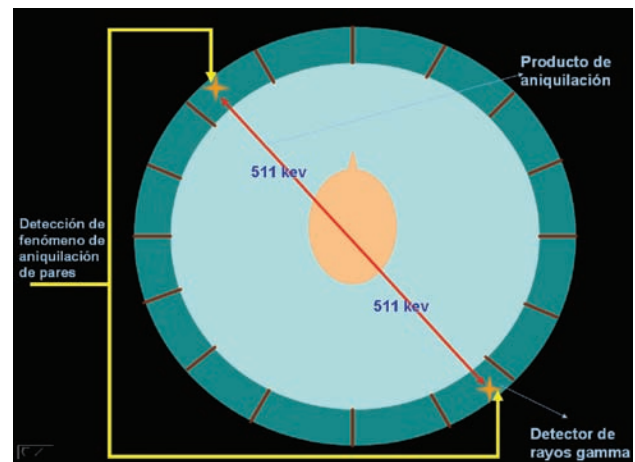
Una molécula biológicamente activa (glucosa) se marca con un positrón (radioisótopo) que emite un par de fotones, por ejemplo: fluorodesoxiglucosa (FDG). La FDG se inyecta por vía intravenosa, se distribuye en el torrente sanguíneo y penetra en los órganos. Los positrones que se emiten, a partir del núcleo de la FDG, son antielectrones que viajan a corta distancia; al hacer contacto con el electrón, ocurre el suceso de aniquilación entre sus masas y se convierte en energía, según su equivalencia ( $E=mc^2$ ), mediante dos fotones de 511-keV separados a  $180^\circ$ . Los fotones se detectan de forma electrónica, en cuestión de nanosegundos, al entrar en contacto con los detectores. La figura ilustra una sola línea de detección de coincidencia, pero en la tomografía actual, 6 a 70 millones de pares de detectores graban sucesos desde diferentes ángulos. Después de corregir la atenuación de los fotones, las imágenes anatómicas del tejido de concentración se reconstruyen. Los bloques de detectores sufren arreglos alrededor de la circunferencia; cada uno contiene de 32 a 64 elementos que suman decenas de miles de elementos. Los exámenes proporcionan cientos de planos tomográficos de un solo órgano o de todo el cuerpo. Por ejemplo, un solo corte longitudinal del cuerpo de una mujer puede identificar la metástasis pulmonar proveniente de un tumor primario en el ovario, previamente tratado. La resolución tridimensional de la imagen por emisión de positrones es de 5 a 6 mm.<sup>1</sup>
